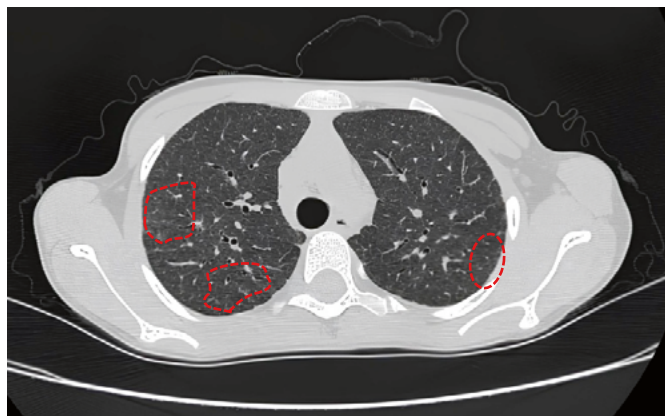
Компьютерная томограмма девочки Э., январь 2018 г. Субплевральный участок уплотнения паренхимы правого легкого по типу «матового стекла», локальные ретикулярные изменения в субплевральных отделах легких (изменения обозначены фигурами)
